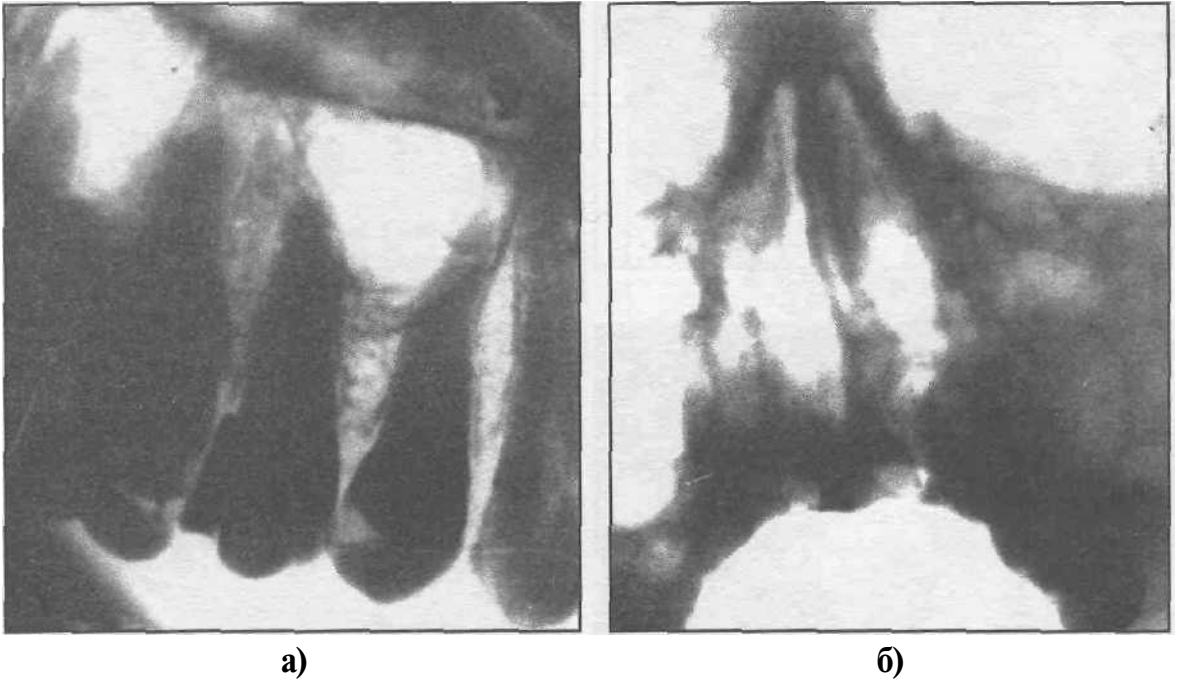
Рентгенограммы больного с радикулярной кистой верхней челюсти, проросшей в верхнечелюстную пазуху. Прицельная (а) и придаточные пазухи носа (б).
